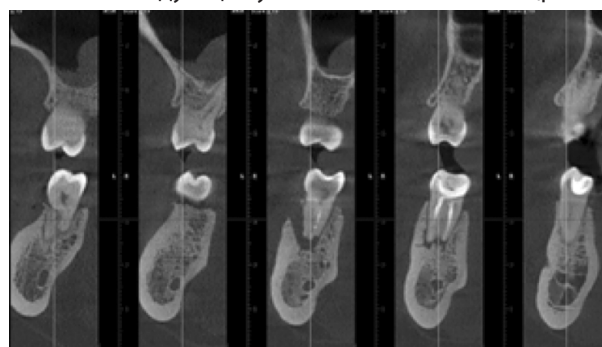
8А. Срез КТ в области зуба 4.6. Визуализируется гранулема под корнями 8,75 мм. Альвеолярный отросток с вестибулярной стороны открыт, костная ткань отсутствует. Корневые каналы запломбированы не полностью
